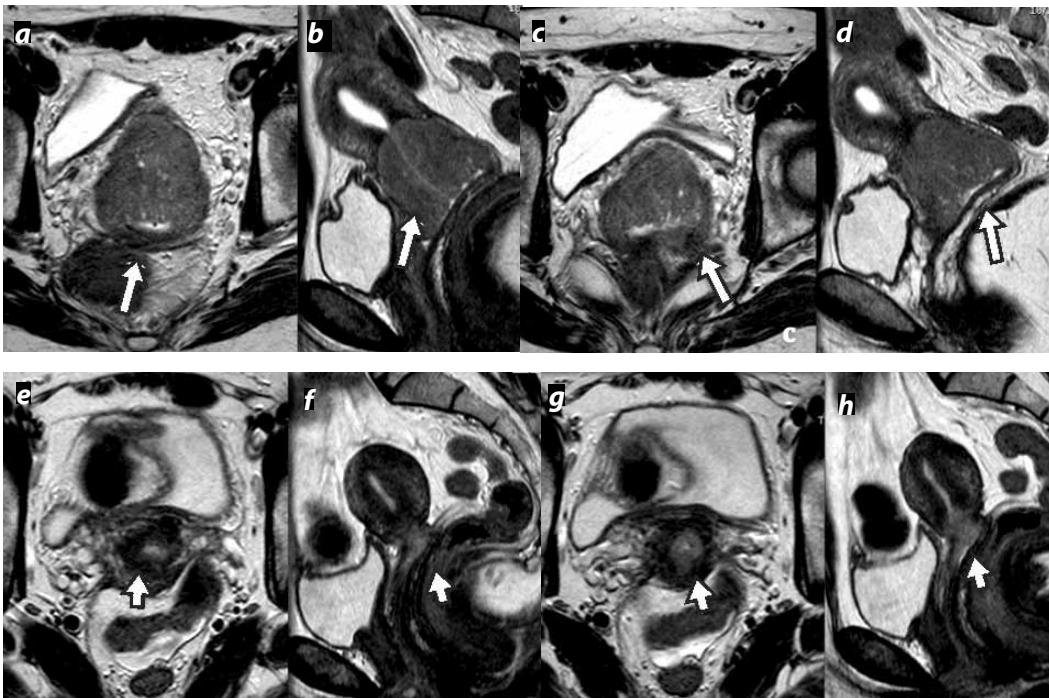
CCU, estadio IIB. (a), (c) y (b), (d) RM de alta resolución en cortes axiales y sagital, respectivamente, muestran tumoración que afecta los dos tercios superiores de la vagina, distorsionando el estroma fibroso con compromiso parametrial (flechas largas), sin invasión a órganos adyacentes. El paciente recibió tratamiento con quimioterapia y radioterapia, mostrando reducción significativa de la tumoración (e), (f), (g) y (h) (flechas cortas).
